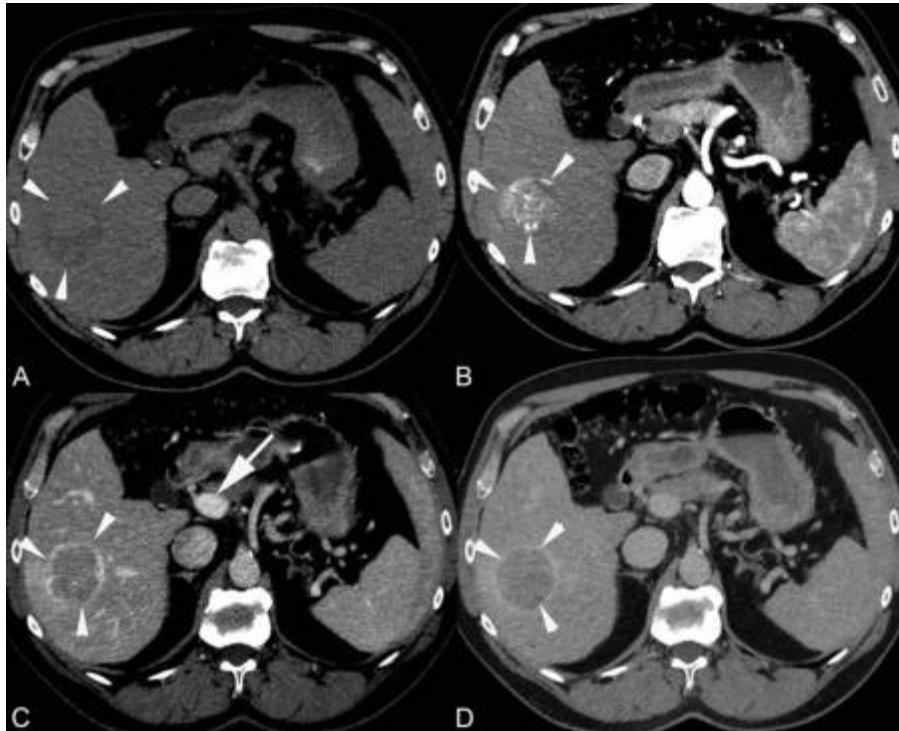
Cliché d'une TDM montrant un CHC[226].
